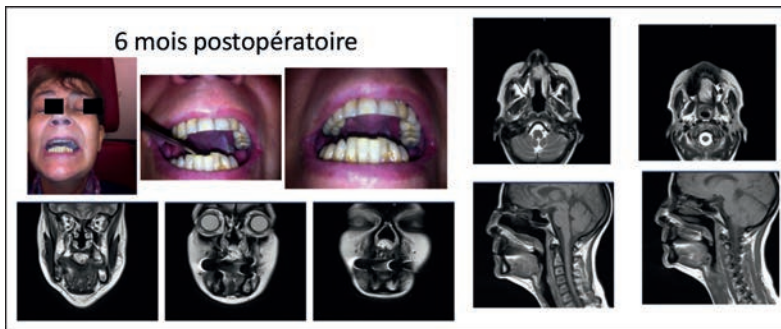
6 mois post-opératoire : photos et IRM.
